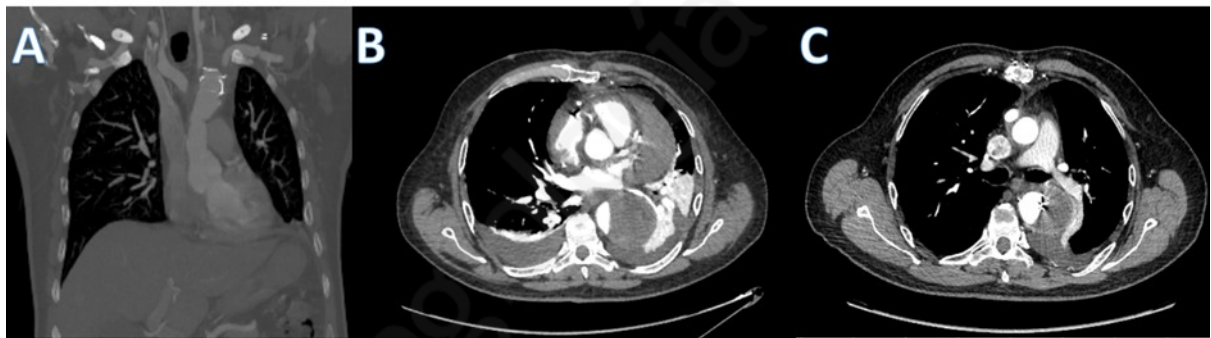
Angiotomografía de tórax. A. Corte coronal que evidencia doble luz aórtica con colgajo intimal visible. B. Corte axial que muestra separación del lumen verdadero y falso, con predominio del falso lumen y derrame pleural izquierdo asociado. C. Corte axial a nivel proximal en el que se observa la persistencia de la disección, con compresión del lumen verdadero por el falso lumen.
